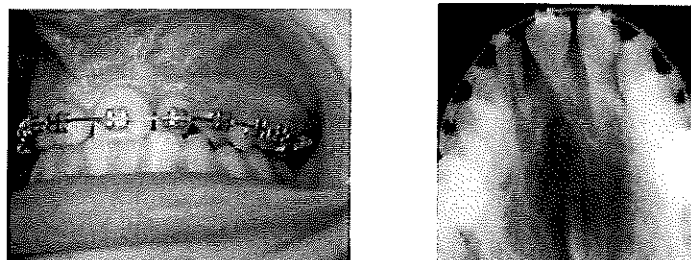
Aspect clinique et radiographique post-opératoire d'une fente alvéolaire unilatérale. (58)
